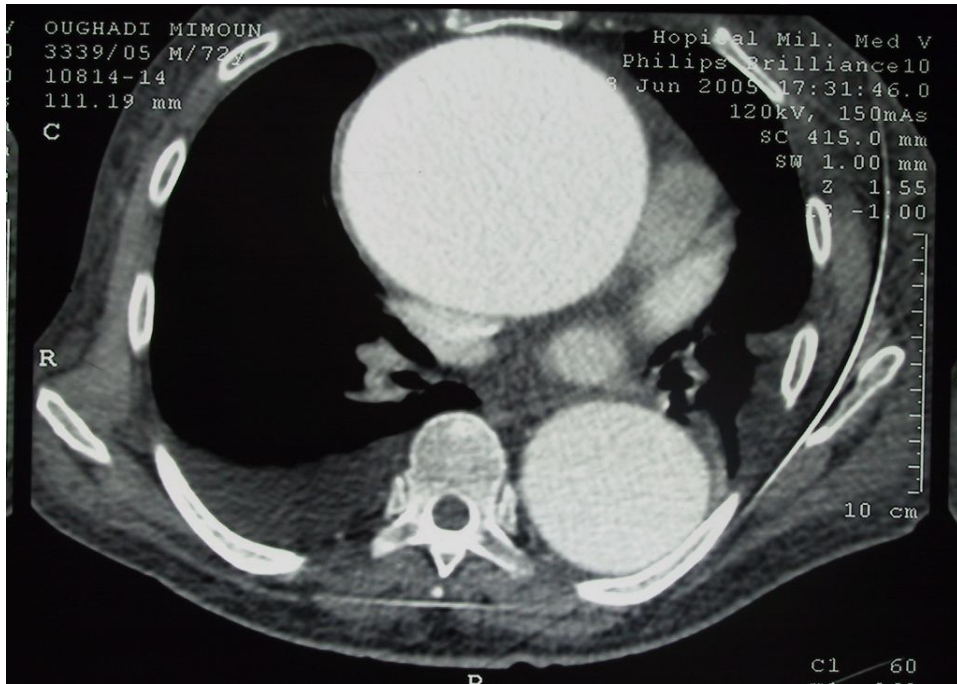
Coupe transversale d'une IRM thoracique en mode T2 montrant un énorme anévrisme de l'aorte ascendante.
